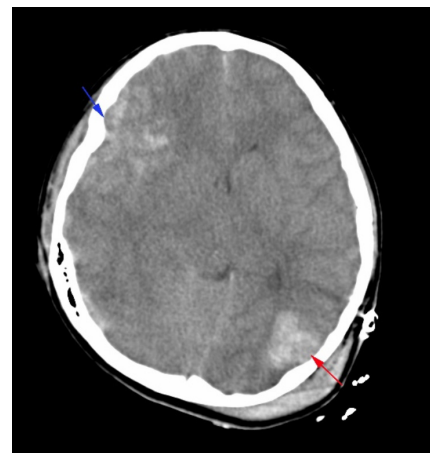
Cranial CT taken on the date of the trauma - Left parietooccipital and right frontotemporal hemorrhagic contusion
